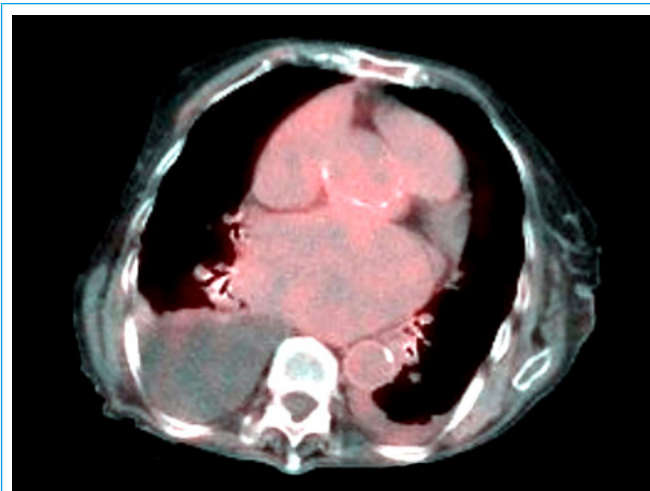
La imagen de PET/TC al mismo nivel que la obtenida en el TC no muestra captación patológica de FDG por lo que no hay signos de infección activa
